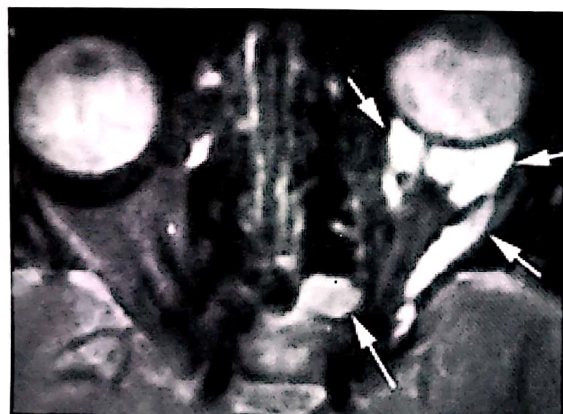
L.L., 14 ani. RMN axial T2 fără contrast. Lipom intraorbital stâng asociat cu mucocel etmoidoorbital.
